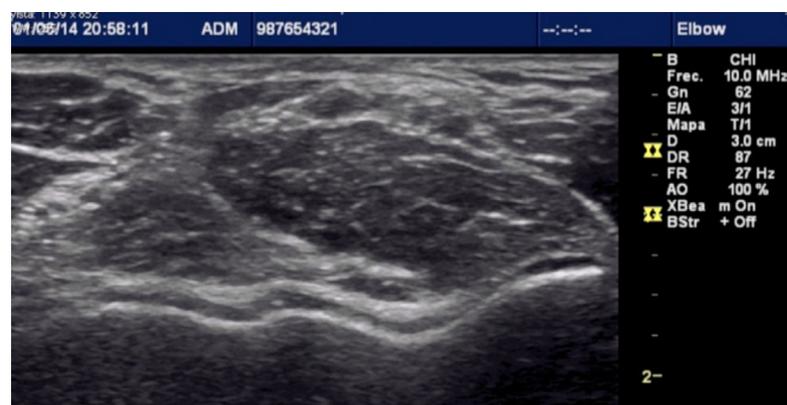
Hay que valorar 4 parámetros esencialmente para una adecuada Ecografía: Foco, Frecuencia, Profundidad y Ganancia.
